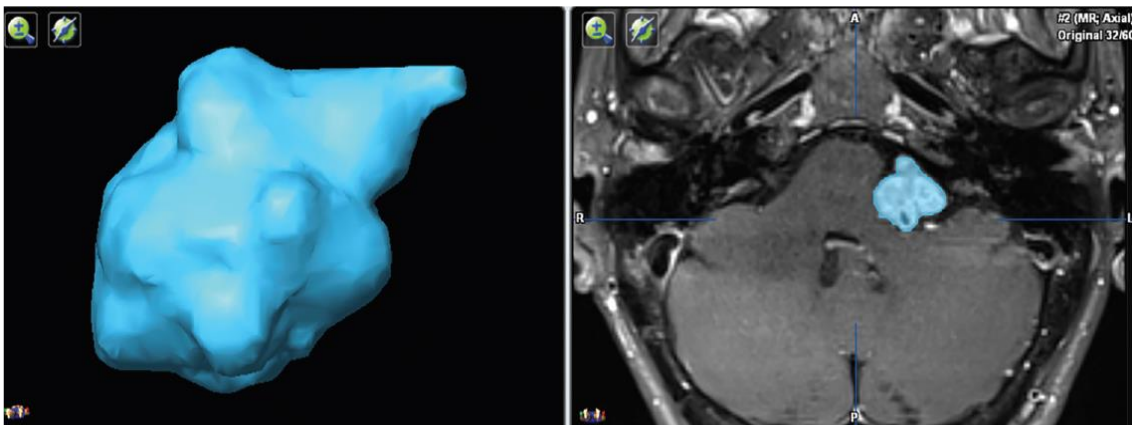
Beispiel für eine halbautomatische, volumetrische 3D-Quantifizierung des Volumens eines Vestibularisschwannoms der linken Seite. Links: Darstellung des errechneten Tumorumfanges. Rechts: Umrandung des Vestibularisschwannoms in einem Transversalschnitt einer kranialen Magnetresonanztomografie. Quelle: (Lees et al., 2018)
